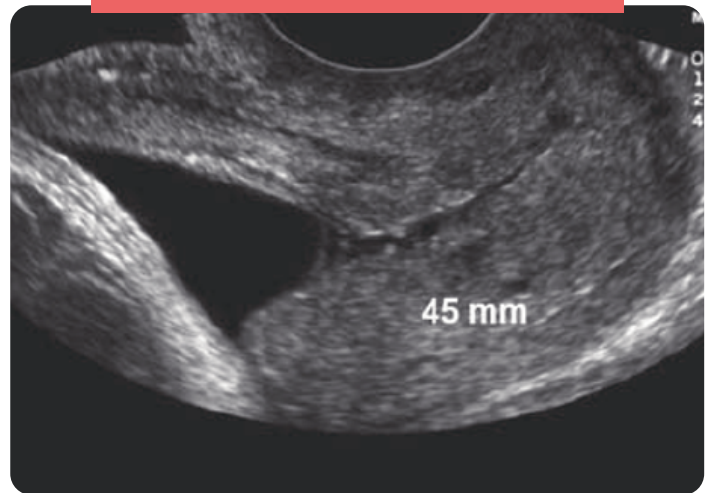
Medición del canal endocervical mediante ultrasonografía vaginal.
